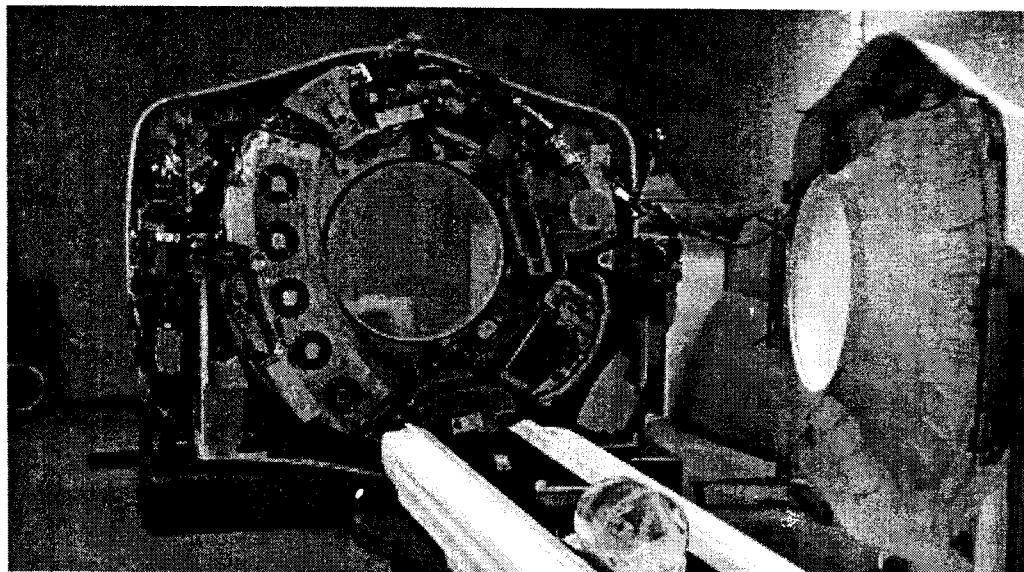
Зображення внутрішньої частини комп'ютерного томографа.
